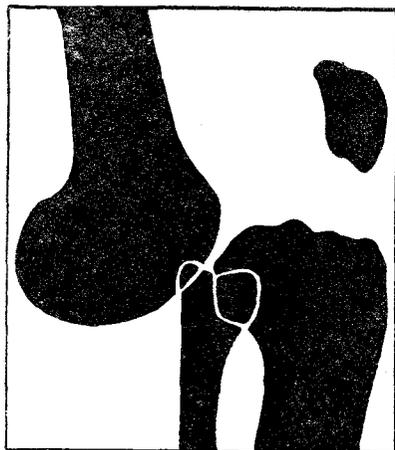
Вывих голени вперед (боковой рентгеновский снимок)
